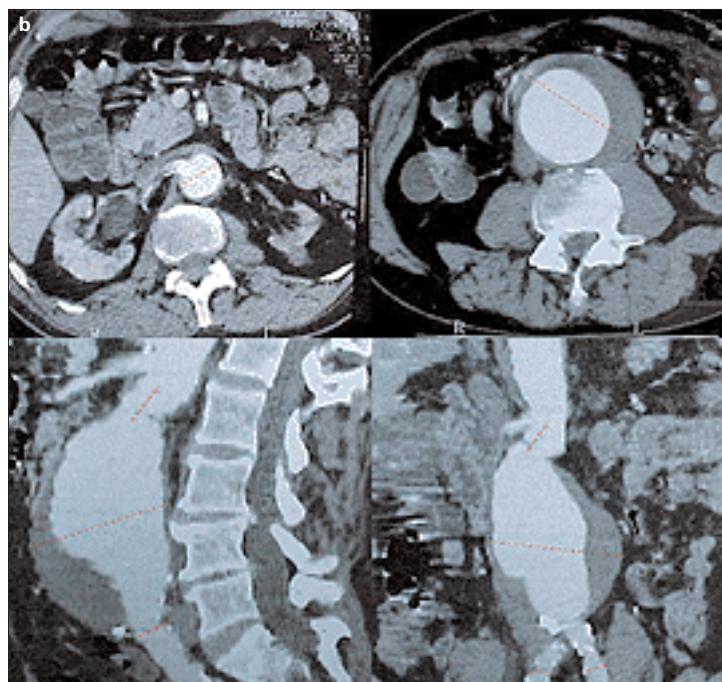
Medición de los posibles candidatos a cirugía endovascular. Medidas longitudinales mediante la arteriografía centimetrada (a) y medidas transversales mediante TAC (b).
